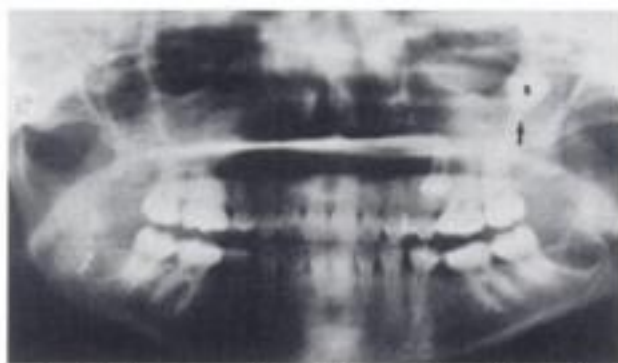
Cordal superior en situación alta. A) Radiografía en la que no se aprecia la exacta relación con las raíces del segundo molar. B) Relación en la que se encontraban ambos molares (fue necesaria la extracción del segundo molar).
